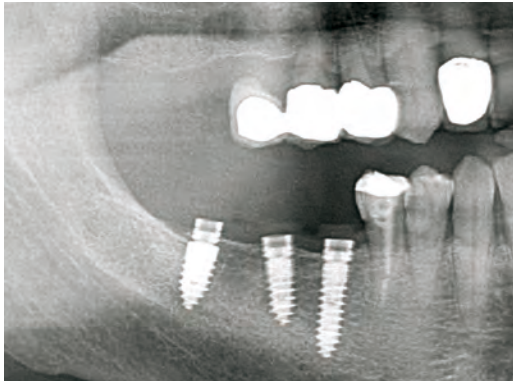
Röntgenkontrolle direkt im Anschluss an die OP.
